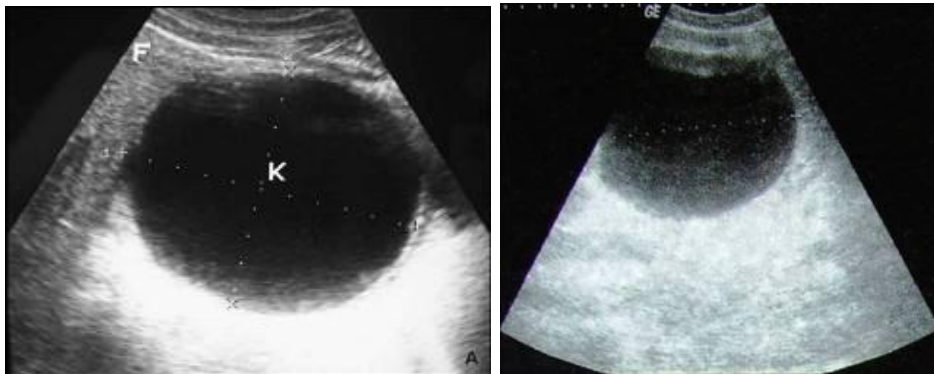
Aspect échographique d'un kyste hydatique type 1 [23]
